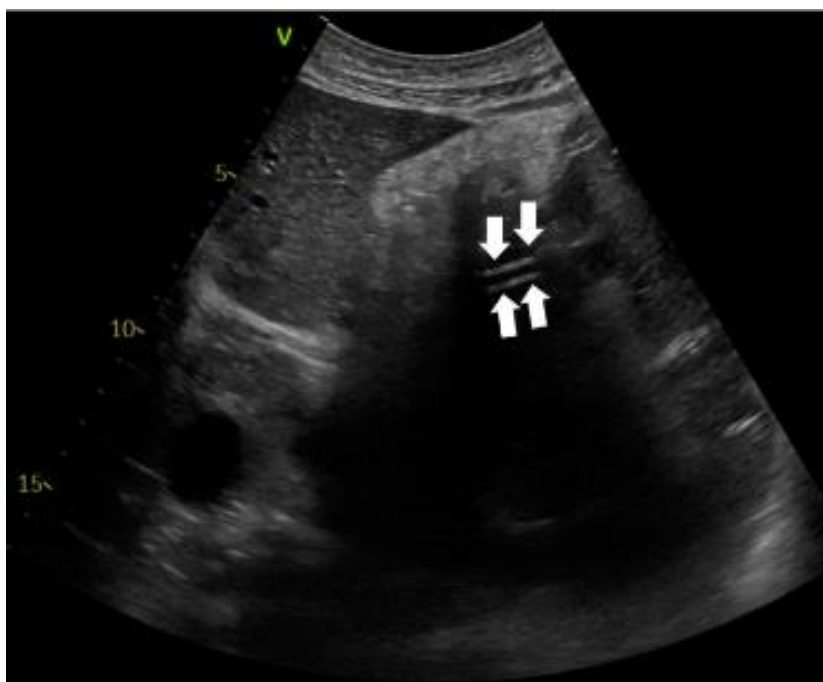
Ecografia addominale. Conferma ecografica della presenza del sondino nasogastrico nello stomaco. Il fegato si vede a sinistra dell'immagine. Si notano due linee parallele, corrispondenti all'NGT (frece bianche).
